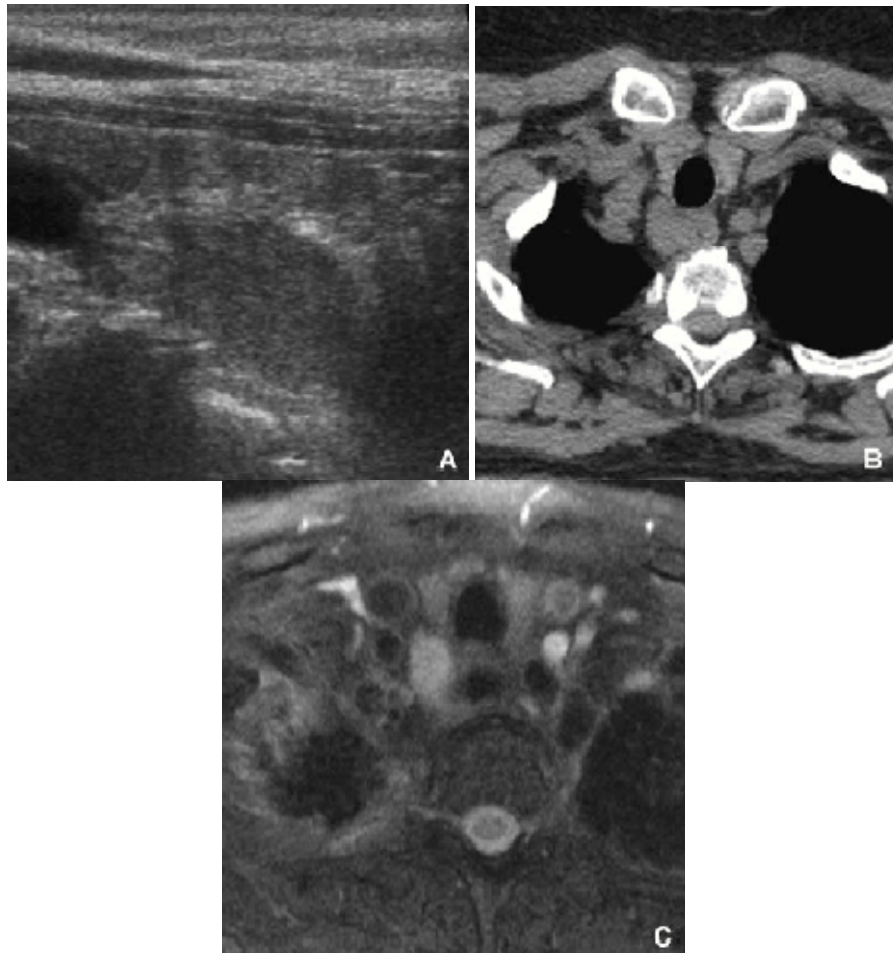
[97] : (A) L'échographie, (B) le scanner sans injection, (C) l'IRM en pondération T2 montrent une image postérieure droite en ectopie latéro-oesophagienne correspondant à un adénome supérieur en ectopie basse.
